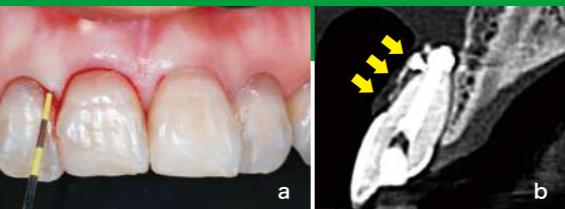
a:1に根尖病変がある。b:自立式の口角鉤を装着してCT撮影をすると、空気が真っ黒に映るので軟組織の厚みを見ることができた。
